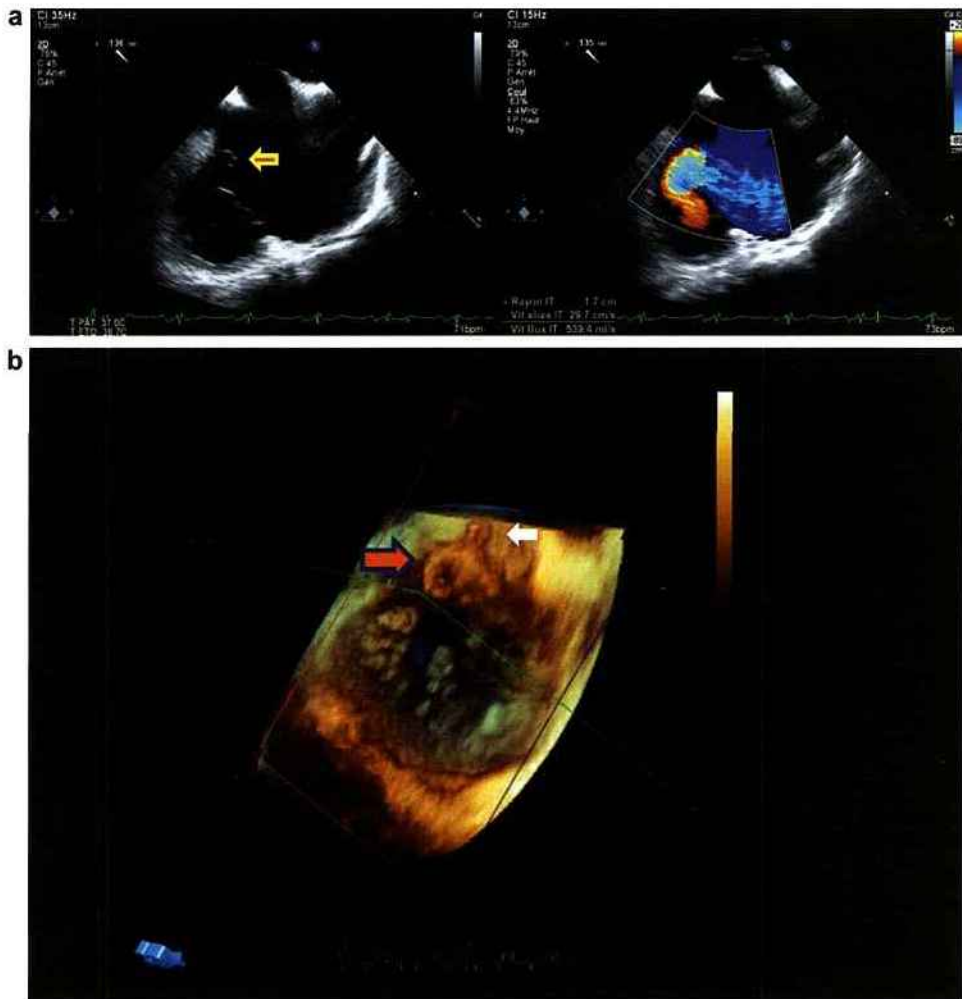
a : échographie transœsophagienne en 2D ; b : échographie transœsophagienne en 3D, prolapsus du feuillet septal tricuspideen (flèche rouge) et rupture de cordages (flèche blanche).
